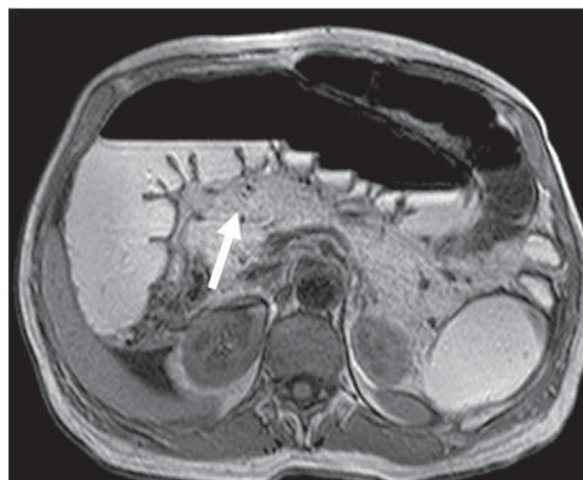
Corte axial de resonancia magnética de abdomen: se visualiza delante de la vena esplénica (flecha) el páncreas hiperintenso, compatible con reemplazo graso en secuencia ponderada en T1.
